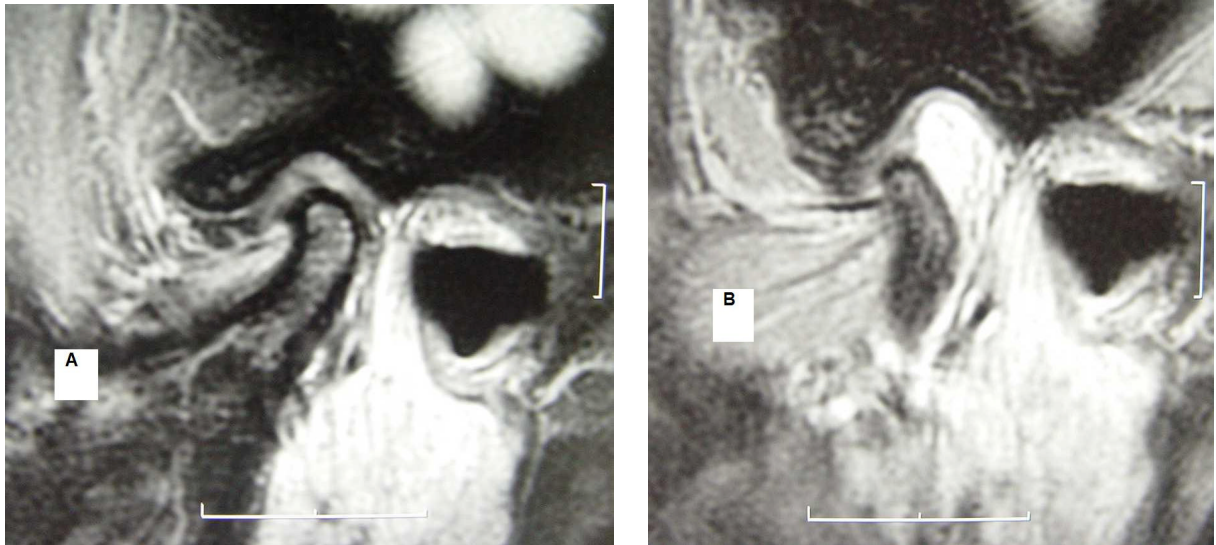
RM em cortes sagitais de ATM direita (Caso 16), mostrando deslocamento anterior do disco em (A) com a boca fechada e redução parcial em (B) com a boca aberta
